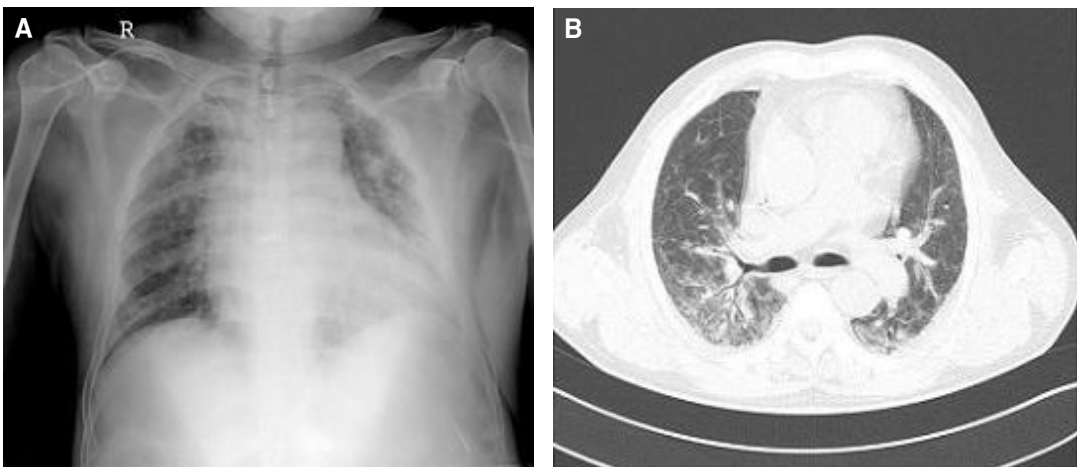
(A) Chest X-ray shows cardiomegaly and pulmonary congestion, on admission day 1. (B) Chest CT shows diffuse ground-glass opacities in both lower lung fields, on admission day 1.
